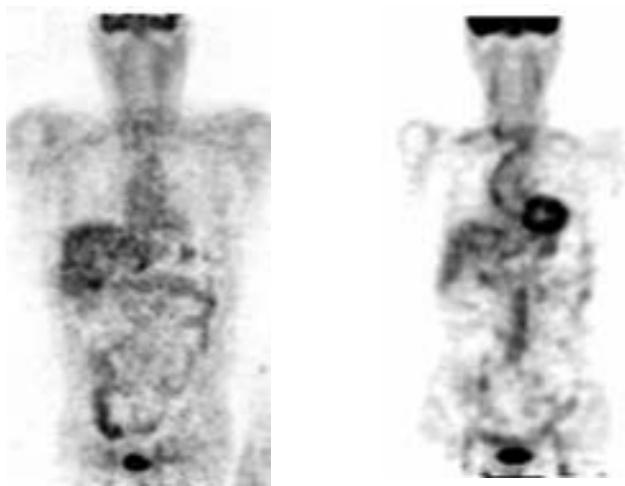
健常例で得られた S-[¹¹C]CGP-12177 投与 20 分後の PET 像(文献 24 より改変引用)
